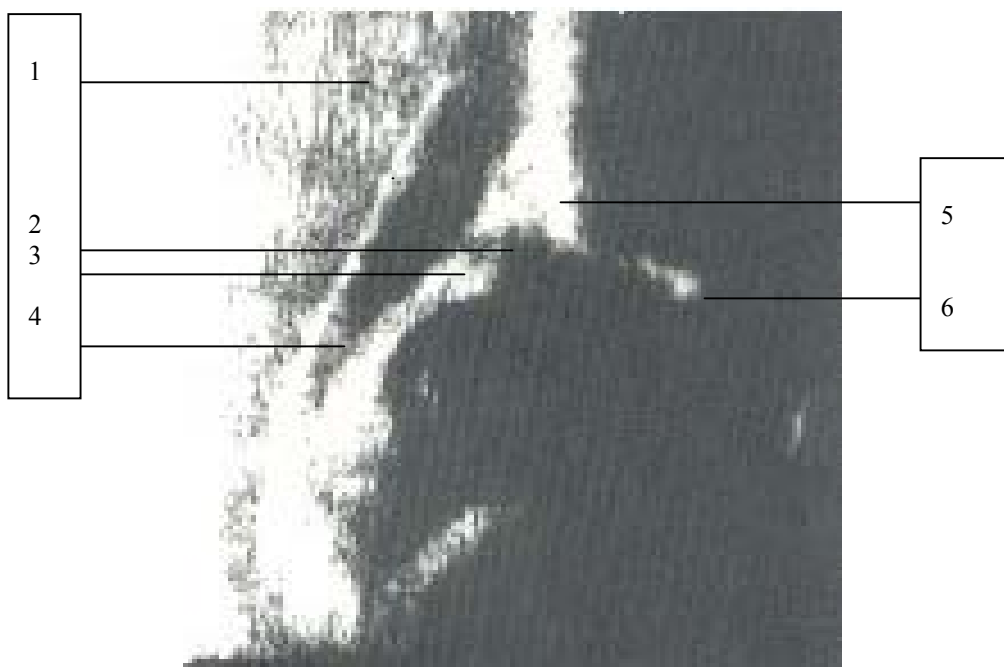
Sonogramm einer rechten Hüfte
